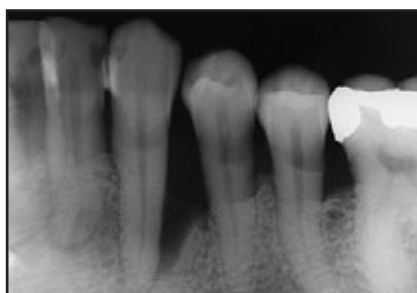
Röntgenuntersuchung in der Ausgangssituation.
